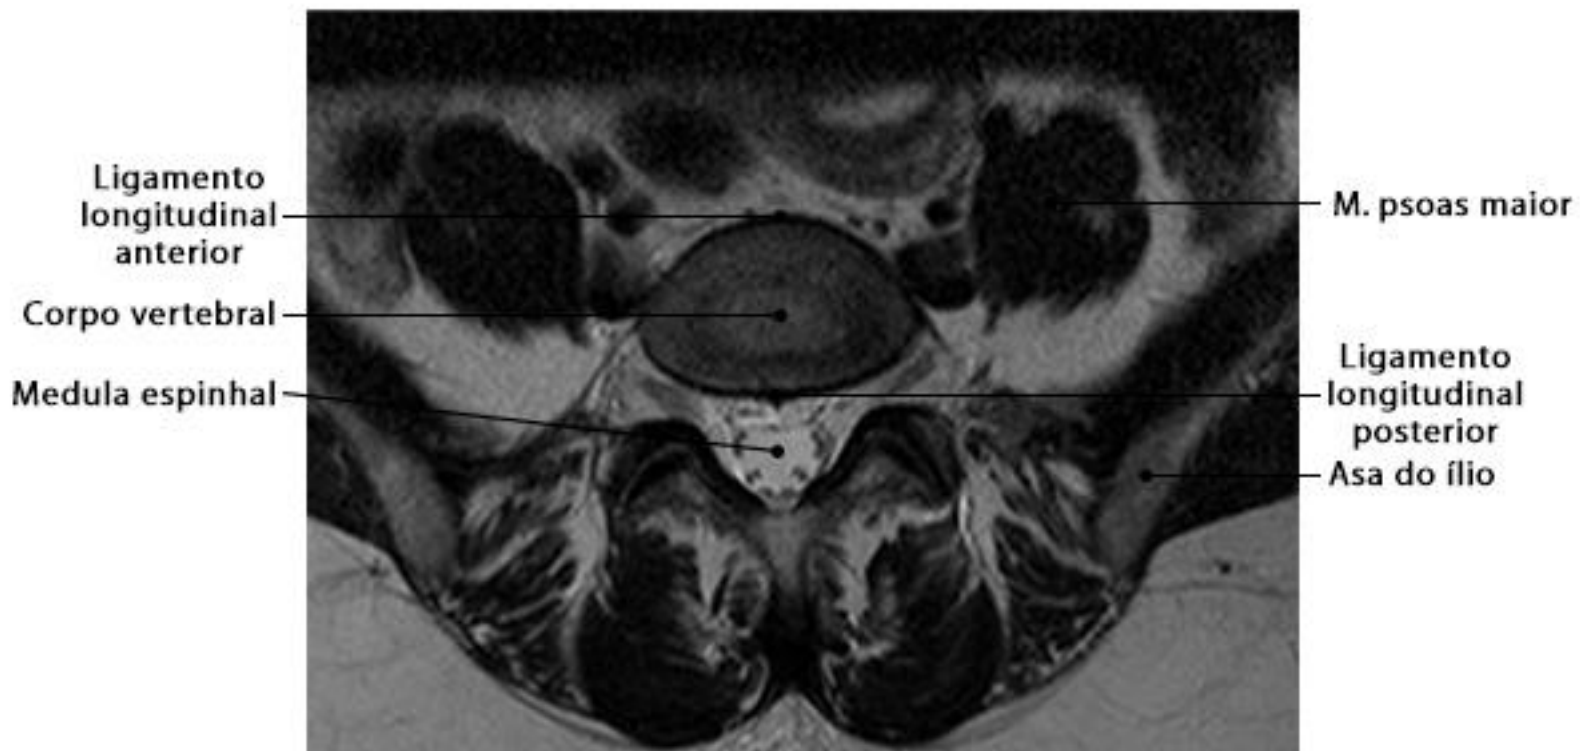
RM da coluna lombar em corte axial com ponderação T2
